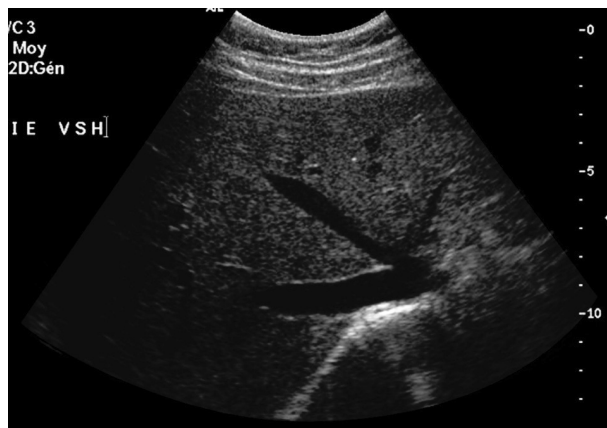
Échographie du foie. L'échostructure du parenchyme hépatique provient de la fraction des ultrasons rétrodiffusés. On distingue des vaisseaux au sein du parenchyme car ils ont une impédance acoustique différente. Du fait de l'atténuation en profondeur, le parenchyme hépatique est mieux visible en superficie qu'en profondeur.
